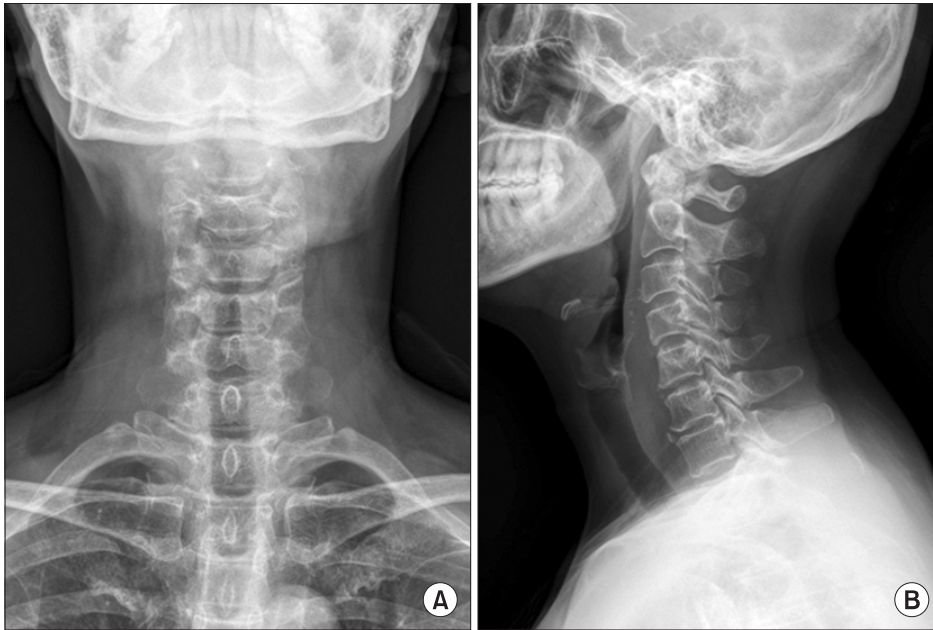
Postoperative radiographs of the cervical spine, anteroposterior (A) and lateral (B) view shows removal of entire bony mass on vertebral body of the 5th cervical vertebrae.
